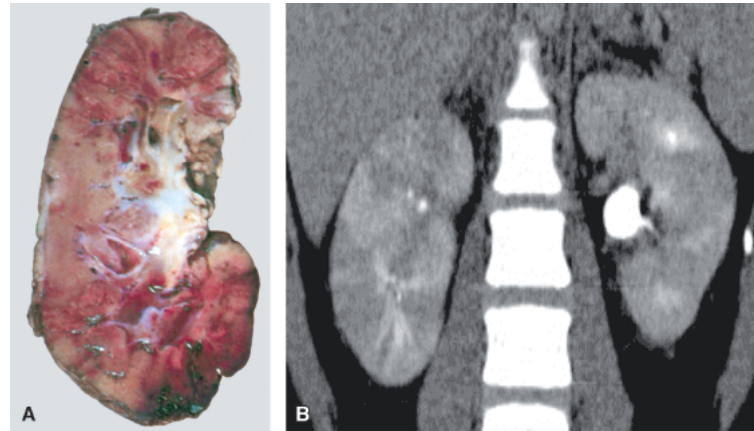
A. Pielonefrite aguda supurativa (nefrite intersticial). A superfície do rim mostra-se bosselada, vendo-se áreas amareladas, de aspecto purulento, além de zonas necro-hemorrágicas. B. Pielonefrite aguda, na tomografia computadorizada de abdome, evidenciando nefrograma estriado bilateral, mais evidente à direita.
